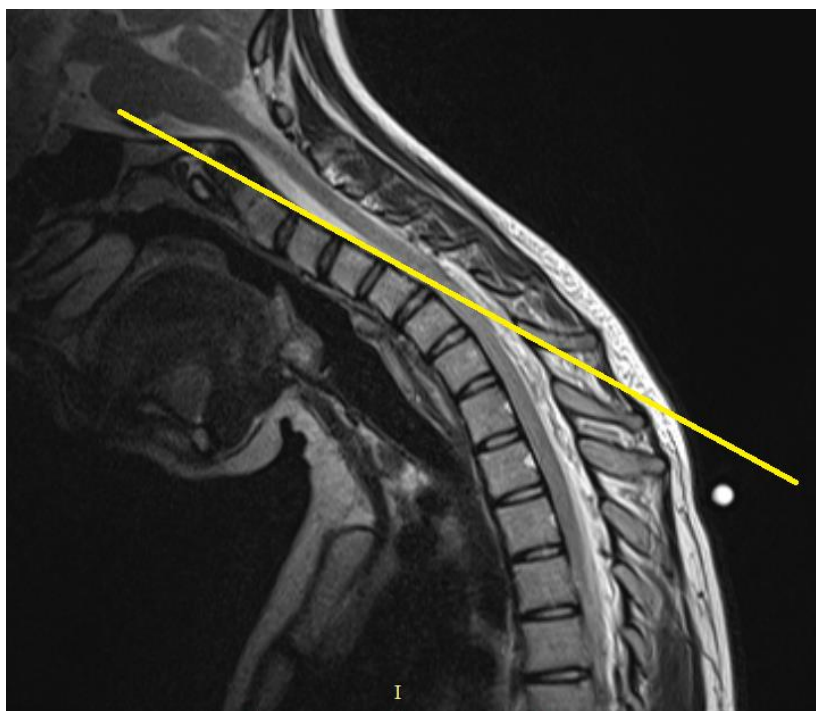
МРТ шейного отдела позвоночника и спинного мозга в положении максимального сгибания вперед в режиме T2 у пациента с БХ. Проведена касательная линия к задним отделам тел позвонков, прилегание к этой прямой отмечается только четырех шейных позвонков с выраженным угловым изгибом на уровне C5-C6
